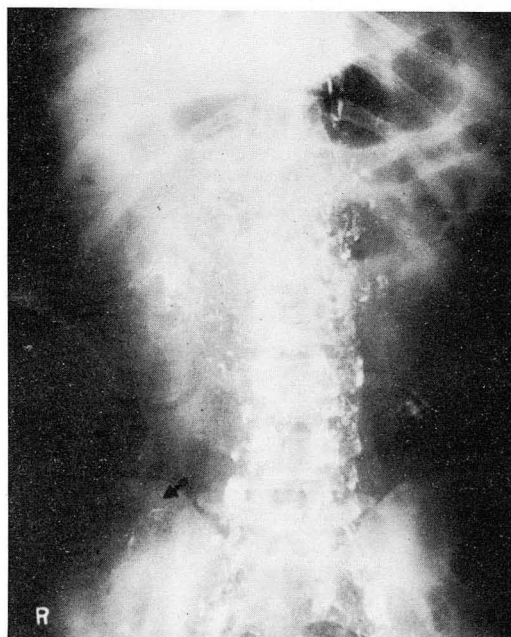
Lymphangiography. Anteroposterior abdominal radiograph exposed 4 hours after intralymphatic injection. The mucosal folds of colon are outlined by leakage of contrast media into the gut lumen (arrow).
